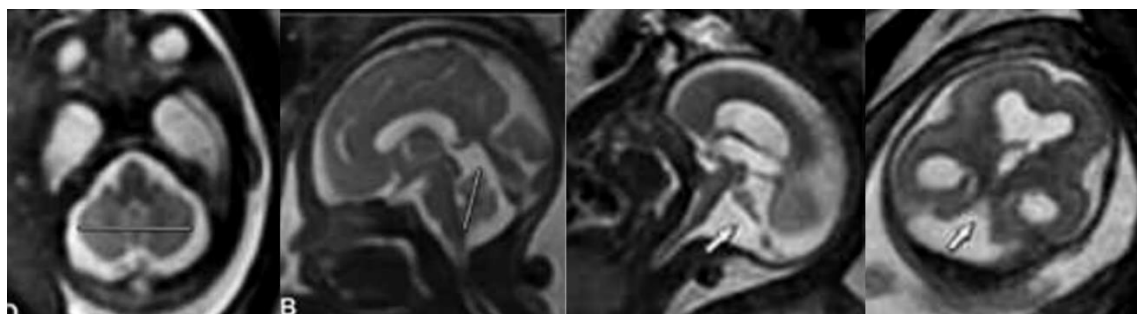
Fosa posterior en RMN fetal. De izquierda a derecha: Axial SSFSE T2: Diámetro Transverso cerebeloso (DTC); Sagital SSFSE T2: Altura del vermis en casos de normalidad y en un caso de complejo Dandy-Walker clásico. Sagital SSFSE T2 y Axial FIESTA con agenesia parcial cerebelosa y del vermis (flecha) Fuente: Tomado de Recio et al., 2010
